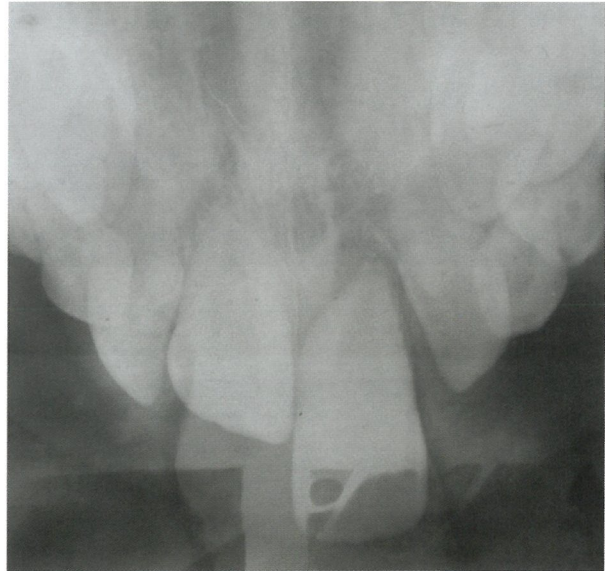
Radiografía oclusal inicial.
